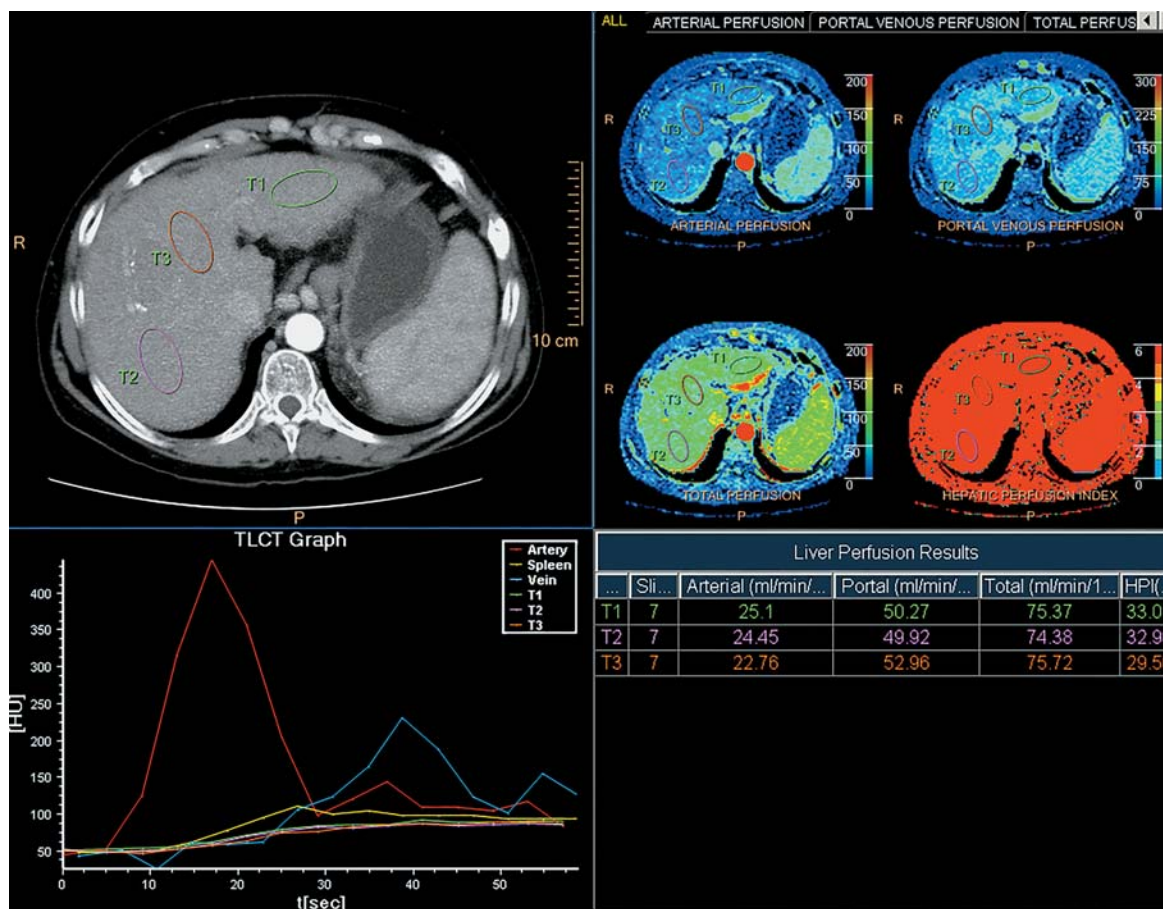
Постобработка данных, полученных при КТ-перфузии печени пациентки Ч., 60 лет, с субкомпенсированным первичным билиарным циррозом печени. ROI определены в III, VII и VIII сегментах печени. Получены для каждой зоны интереса соответствующие значения артериальной, портальной, общей перфузии и индекса печеночной перфузии.
